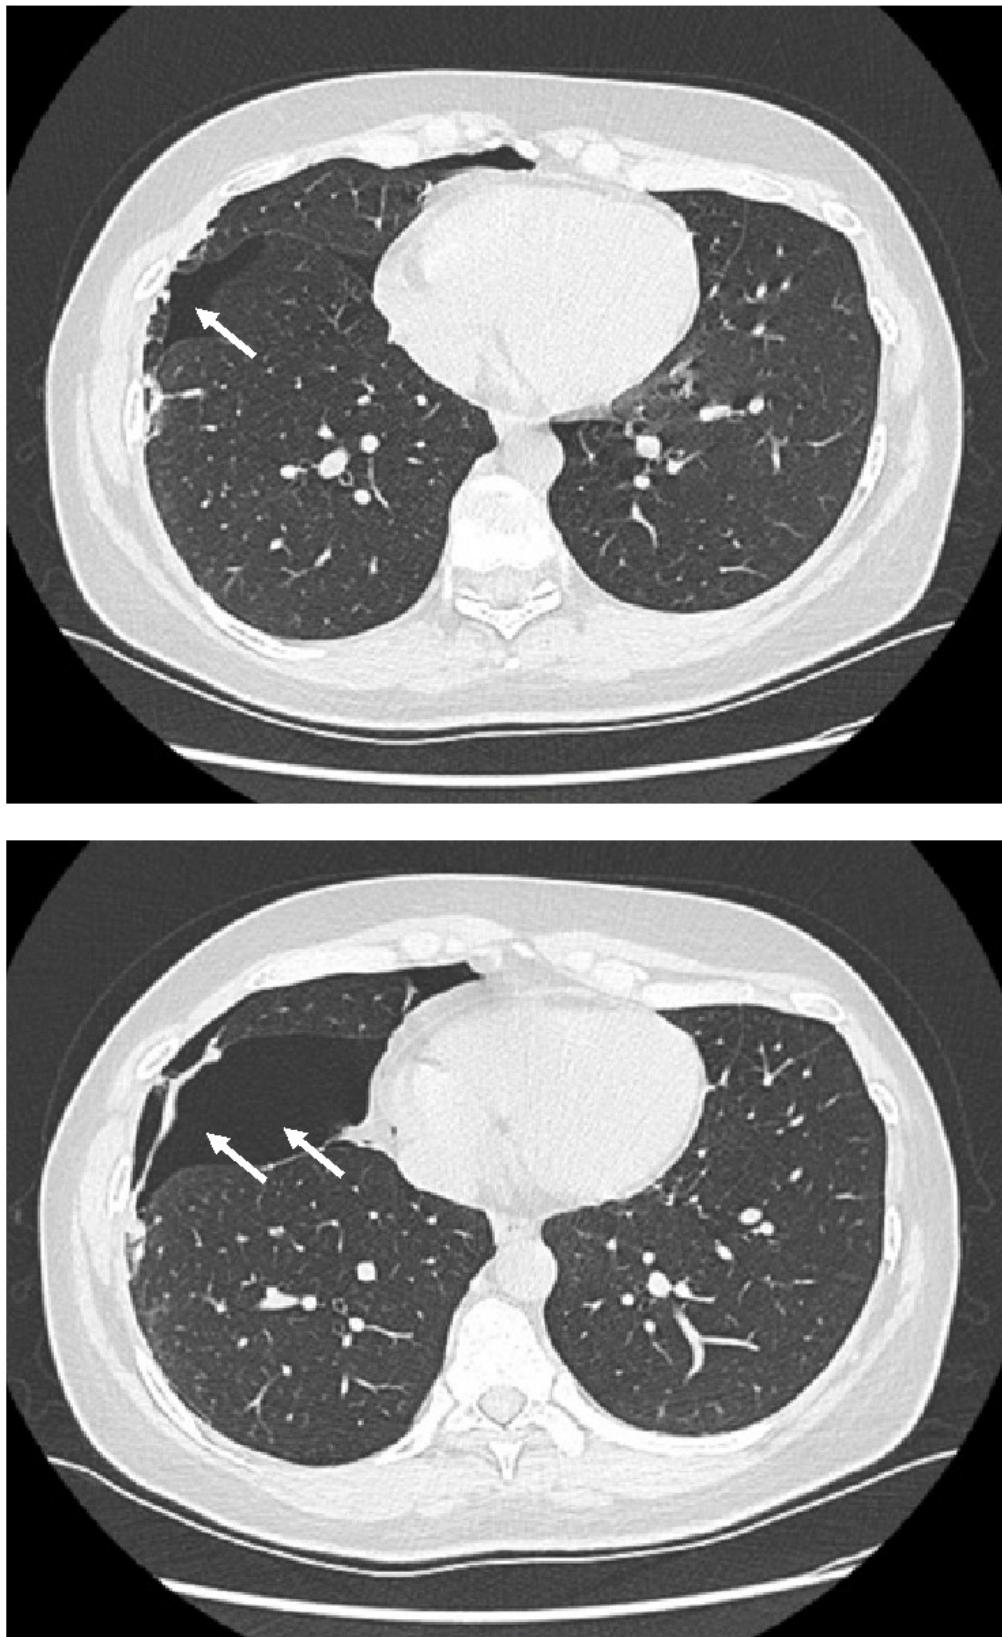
КТ органов грудной клетки (ограниченный пневмоторакс справа): визуализируется скопление воздуха в плевральной полости (указано стрелками), преимущественно по ходу косой междолевой щели, ограниченное плевральными спайками
